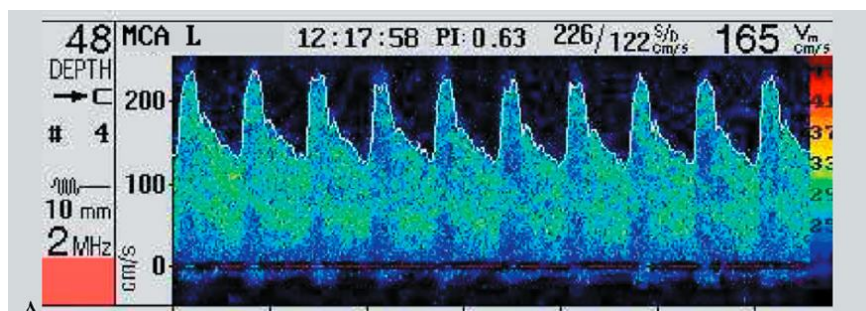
Imagen de un registro de doppler transcraneal. Tomado de Valencia-Calderon y cols(21).
